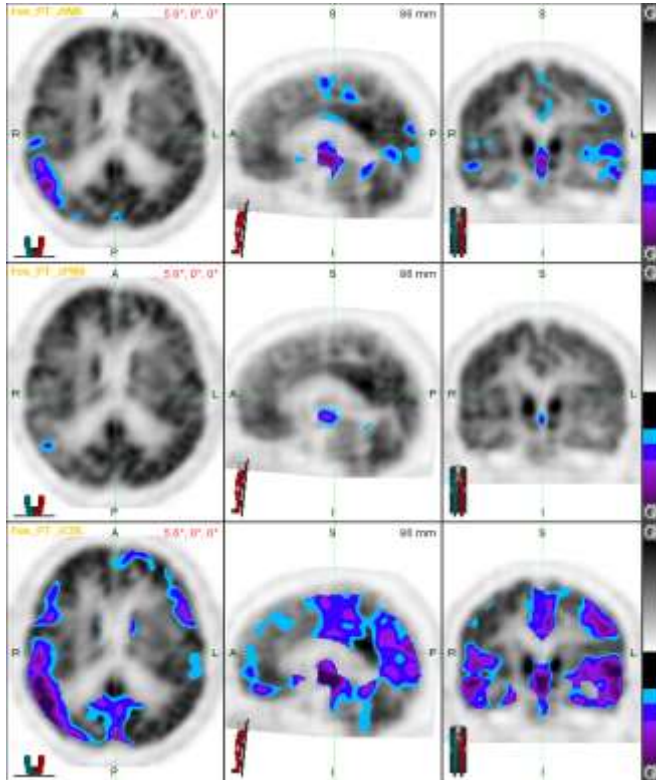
Olgu2' ye ait tTMU sonrası PET görüntüsü
